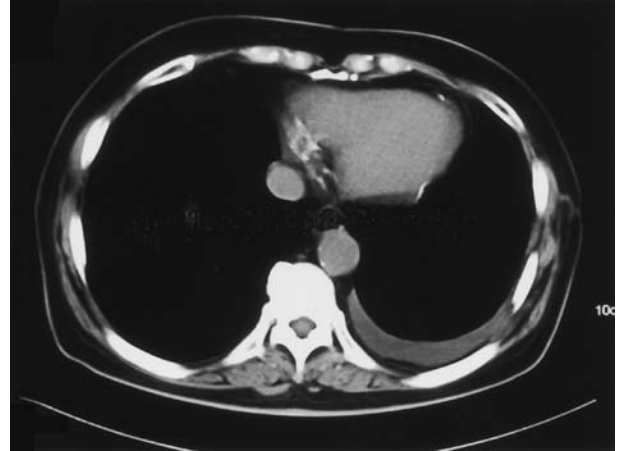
CT confirming accumulation of the left pleural effusion.
